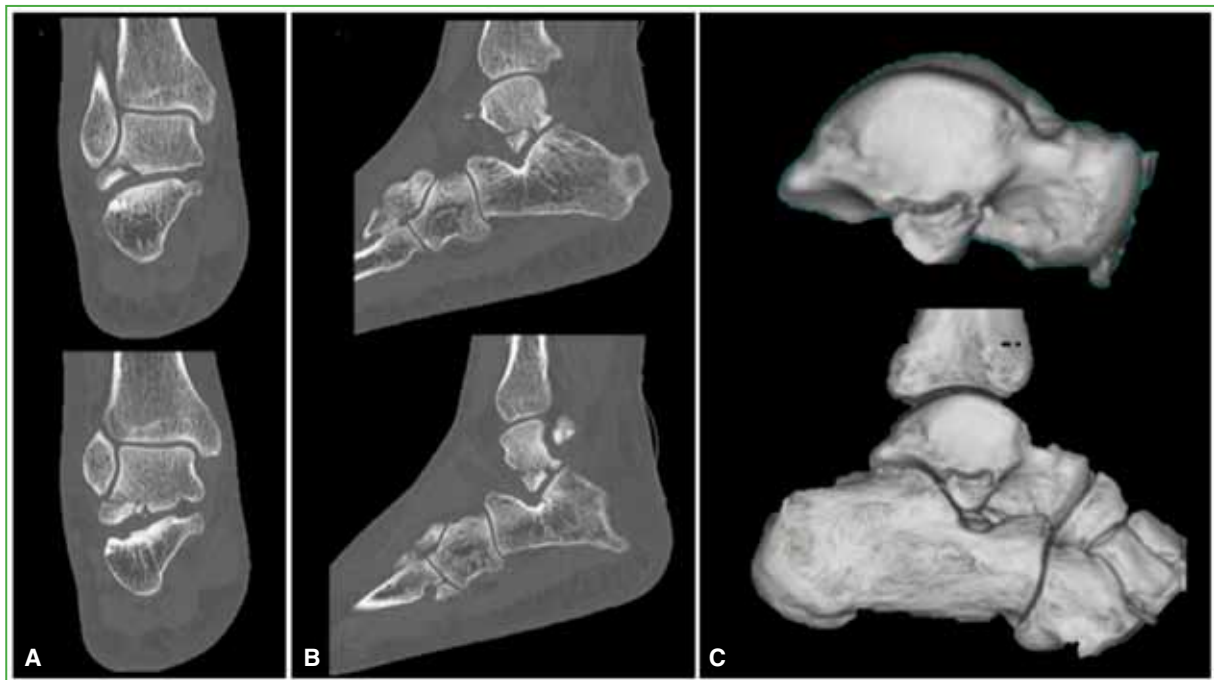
Tomografía computarizada de tobillo y retropié solicitada en la consulta ambulatoria, a los 20 días del accidente. A. Cortes coronales. B. Cortes sagitales. C. Reconstrucción 3D.
